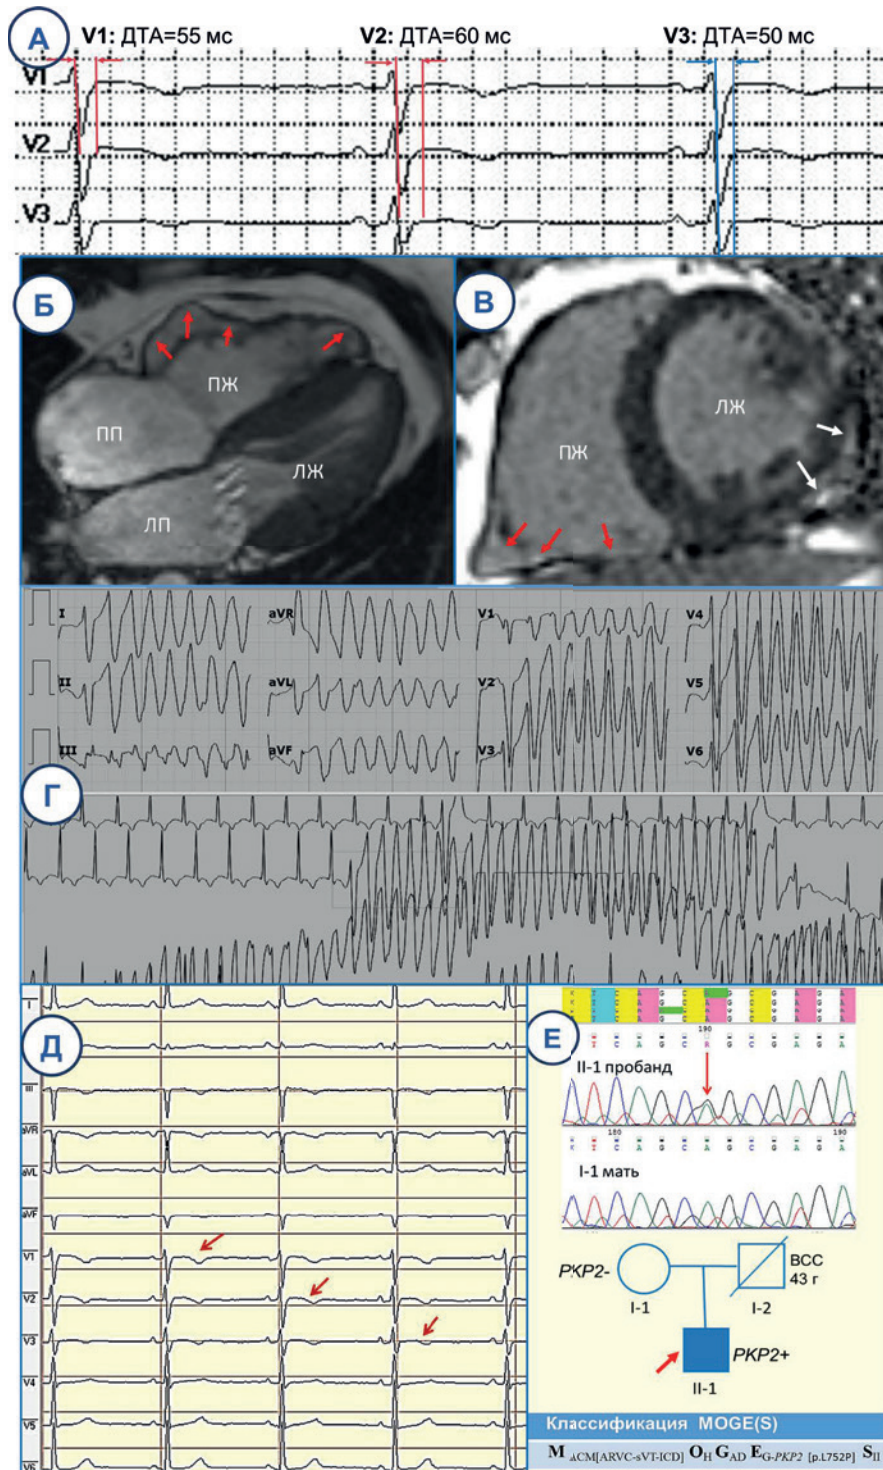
ЭКГ особенности, МРТ признаки и генетическая характеристика фенотипа АПЖК с мутацией в гене *PKP2* (клинический случай № 1): ЭКГ аномалии (А, Д) — инверсия Т волн в правых прекардиальных отведениях (V1-V3) и увеличение ДТА комплекса QRS до 60 мс в отведении V2; ЭКГ стрипы ХМ с фрагментами ЖЭС и устойчивой правожелудочковой тахикардии (Г) с морфологией ПБЛНПГ; МРТ кино-последовательности в четырехкамерной проекции по длинной оси (Б) и T1-взвешенное изображение с отсроченным контрастированием по короткой оси (В) демонстрируют нормальные размеры полости ЛЖ и дилатацию правых отделов с дискинезией свободной стенки ПЖ от базальных до апикальных областей (Б, акинетические и дискинетические зоны аневризм с систолическим выбуханием указаны красными стрелками) и субэндокардиальное отсроченное контрастное усиление в нижней и боковой стенках ПЖ (В, красные стрелки); очаговое субэпикардальное накопление контраста в нижнебоковом сегменте ЛЖ (В, белые стрелки); (Е) — генеалогическое древо (пробанд II:2 отмечен стрелкой; заштрихованные символы указывают на присутствие клинических проявлений АПЖК у членов семьи, знак (+) указывает на наличие мутации r.L752P в гене *PKP2*), секвенирование фрагмента 11-го экзона гена *PKP2* (мутация отмечена стрелкой) и клинический диагноз АПЖК в классификации MOGE(S). Цветное изображение доступно в электронной версии журнала.
